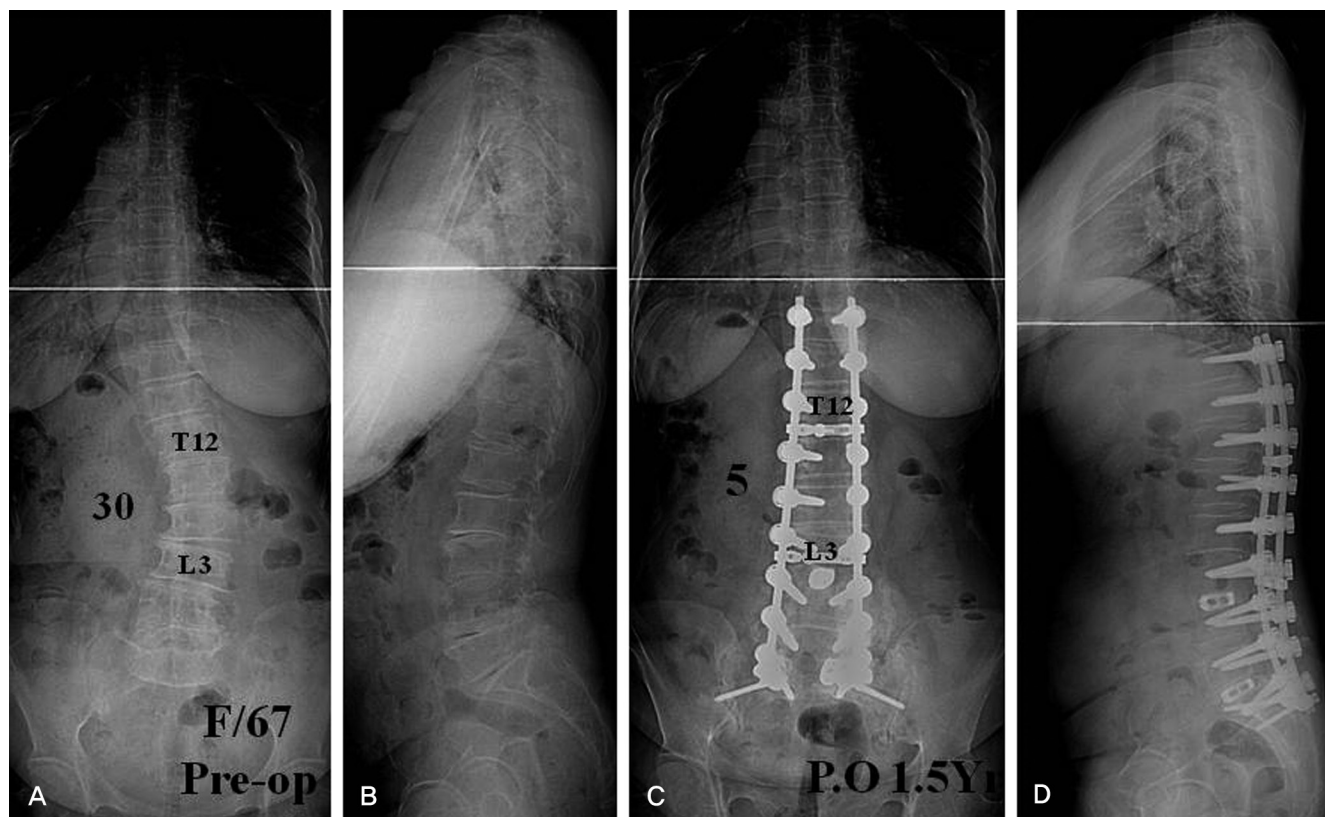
A 67 year-old female with degenerative lumbar scoliosis had a lumbar coronal deformity of 30°. (A, B) She was treated by pedicle screw fixation from T10 to S1 and sub-S1 alar screw. Posterior interbody fusion using metal cage was performed on L3-4 and L5-S1. Her deformity was corrected to 5° with distal instrumentation stable in the radiographs taken one and a half year after surgery. (C, D)
